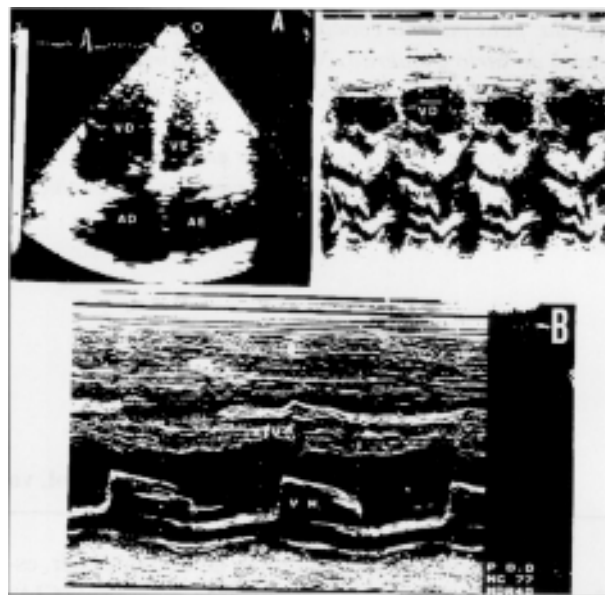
Ecocardiograma, pré (A) e pós-operatório (B), onde se observam os sinais da CIA e da EM. Notar que em B ficam mais evidentes os sinais da EM.
